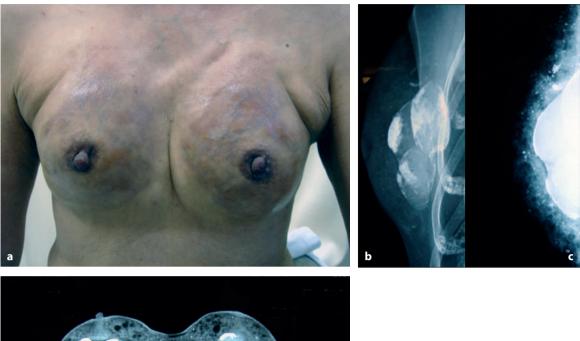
Aumento mamario con dos tipos diferentes de materiales inyectables. a Aspecto de la paciente. b Mamografía tungsténica. c Mamografía con molibdeno. d Tomografía computarizada que revela la presencia de radioopacidades en la capa superficial y estructuras radiolucentes con calcificaciones tipo cáscara de huevo en la capa profunda.
